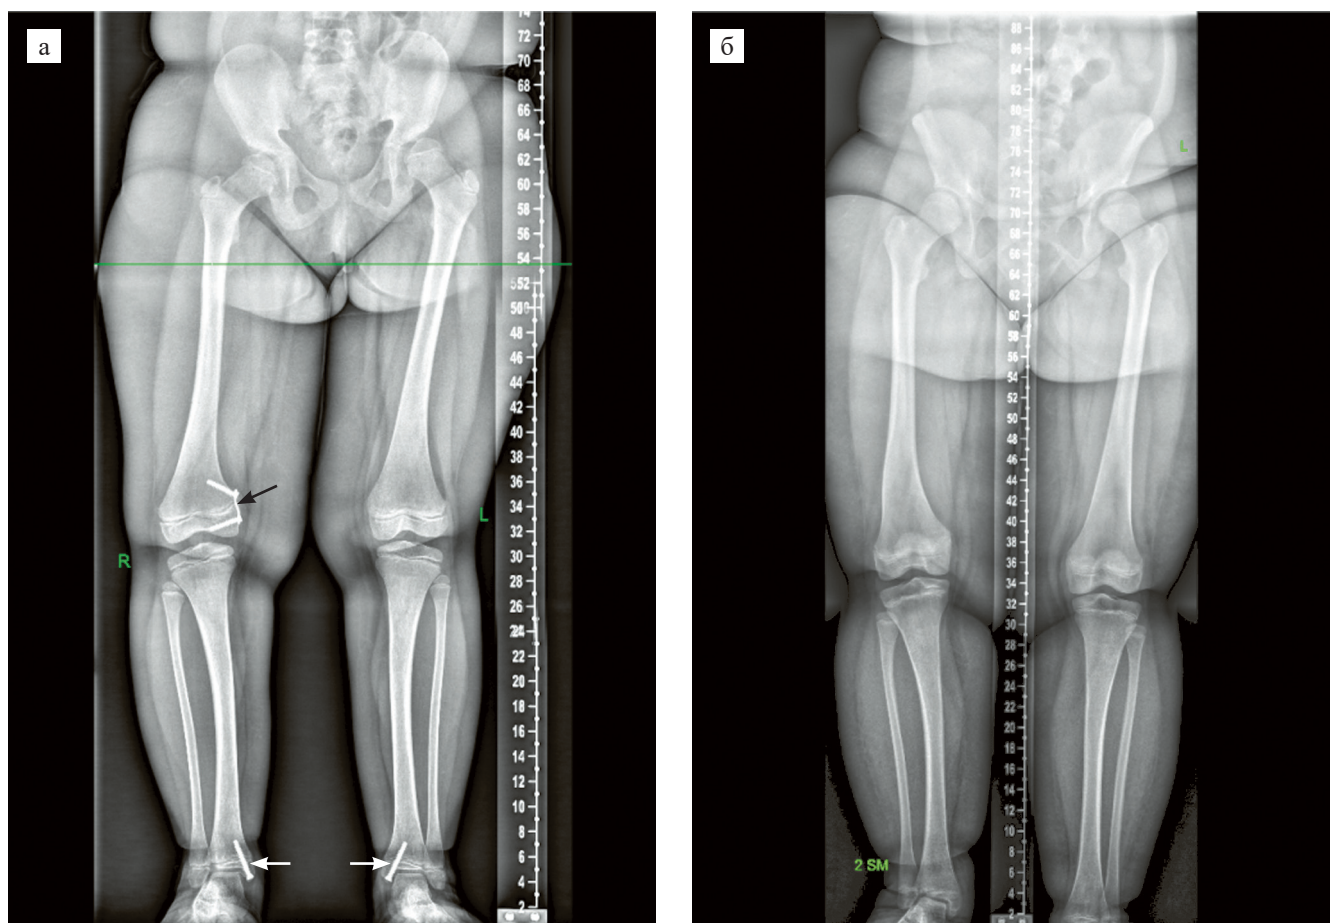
Рентгенограмма нижних конечностей в положении стоя в прямой проекции: а – состояние после операции, направленной на коррекцию осевых деформаций нижних конечностей: установлена пластина для временного гемиепифизеоза медиального отдела дистальной зоны роста бедренной кости (черная стрелка) и трансфизарный винт для временного гемиепифизеоза медиального отдела дистальной зоны роста большеберцовой кости с двух сторон (белые стрелки); б – после удаления металлоконструкций: нормализация механических осей конечностей
